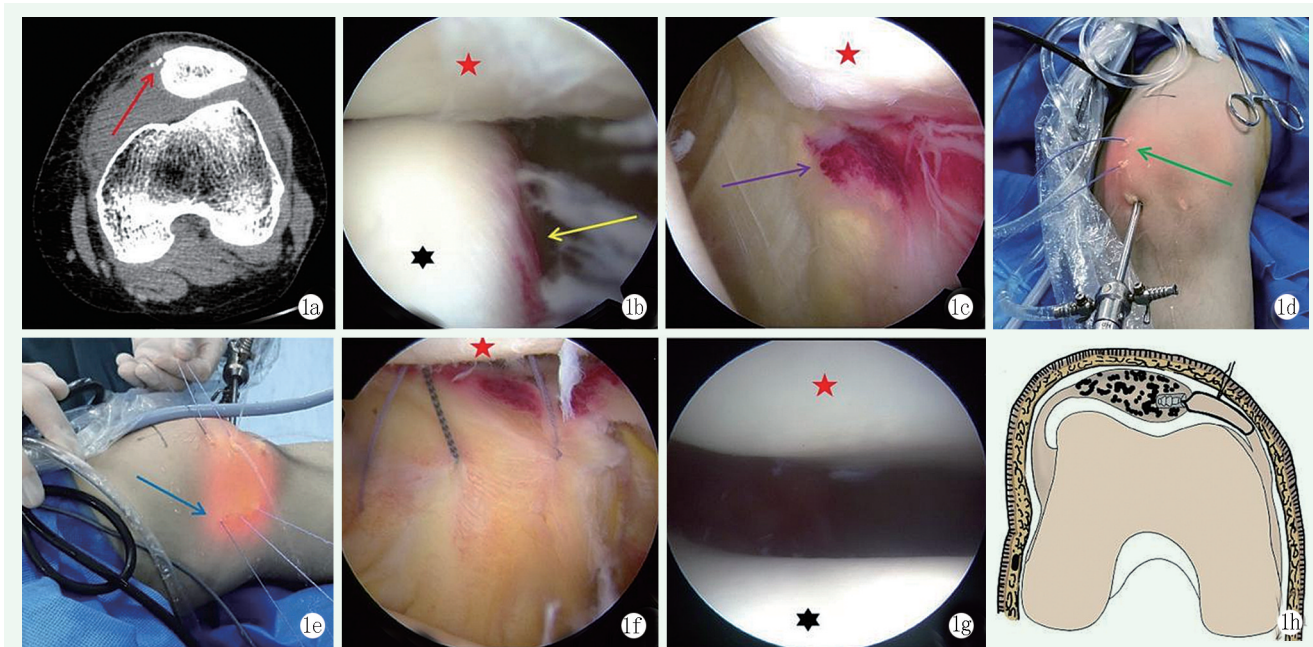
患者, 女, 14岁, 左膝急性髌骨半脱位伴髌骨内侧缘撕脱骨折, 行关节镜下髌 MPFL 止点带线锚钉修复联合外侧支持带松解术 1a: 术前 CT 示髌骨外侧脱位伴髌骨内侧缘撕脱骨折 (红色箭头) 1b: 术中镜下见髌骨向外侧移位, 股骨外侧髌外侧面骨挫伤充血 (黄色箭头) 1c: 内侧支持带髌骨止点处损伤, 髌内缘滑膜充血 (紫色箭头) 1d: 髌骨内侧缘三等分中部处置入 2 枚带线锚钉 (绿色箭头) 1e: 锚钉缝线从关节腔内穿过内侧支持带复合体引出皮肤外 (蓝色箭头) 1f: 镜下见带线锚钉穿过 MPFL 股骨侧 1g: 完成外侧支持带松解, MPFL 修复打结后镜下髌股关节对合良好 1h: 镜下髌内侧支持带止点重建修复术模式图
